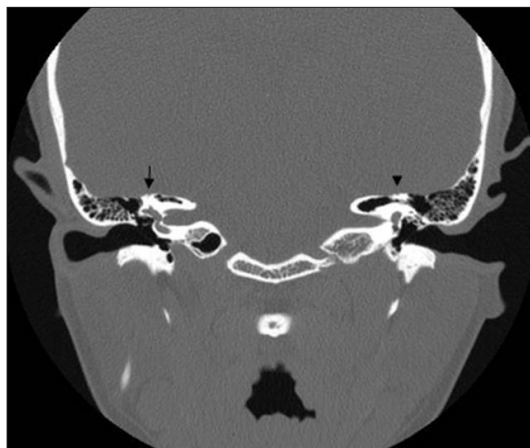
Coronal computed tomography of the bilateral temporal bone shows bony defect of the superior semicircular canal, right (arrow), left (arrow head).
